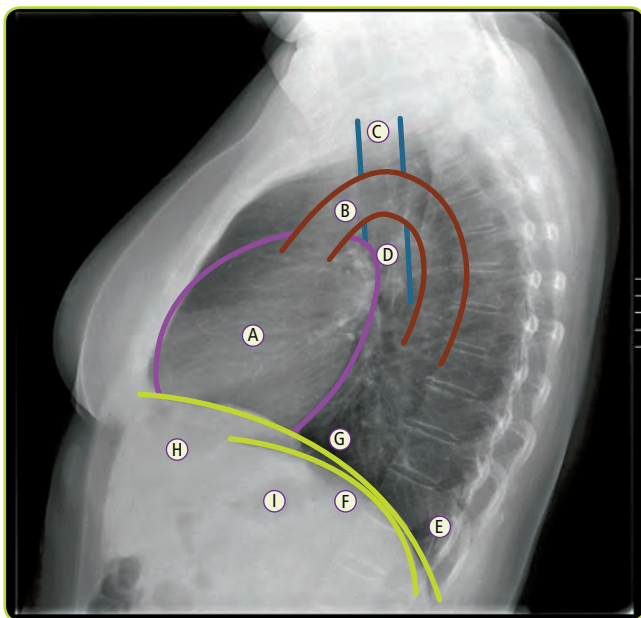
Mediastino en radiografía lateral.
